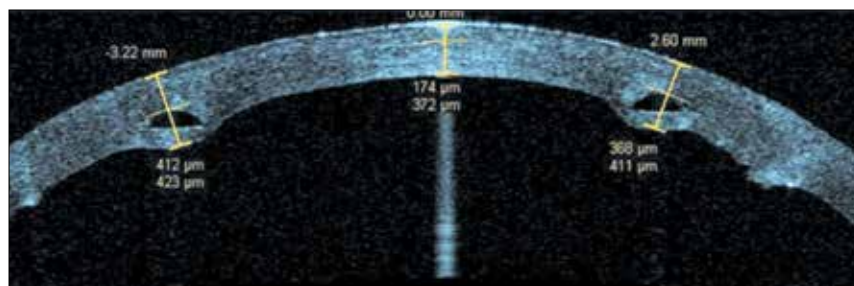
Пациент № 2. Оптическая когерентная томография после ИСКП с фемтосекундным сопровождением
